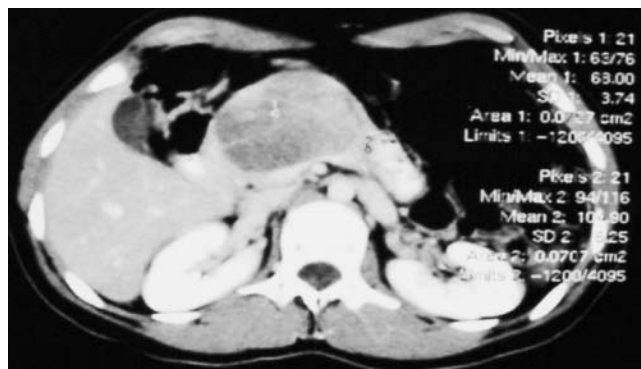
En la tomografía computada, en la ventana abdominal en la región gastro pancreática en una vista superior se identifica una lesión de 65 mm ovoide bien delimitada que involucra el páncreas en el cuerpo y la cola.
